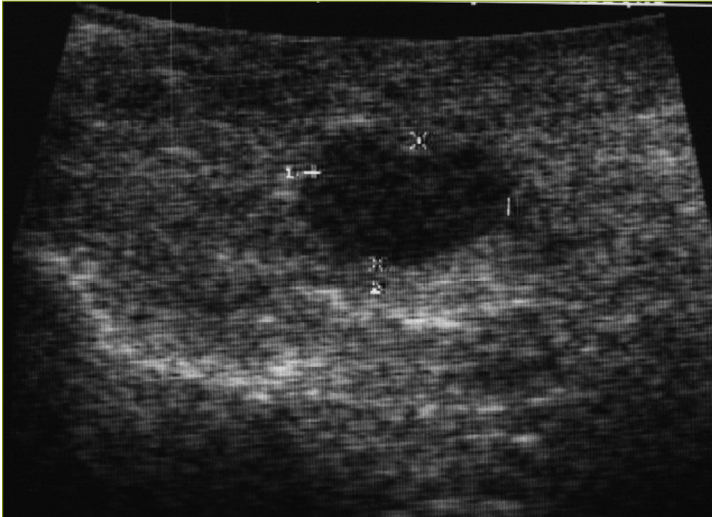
Paciente de 56 años con clínica de hipoglucemias de ayuno de 1 año de evolución y diagnóstico bioquímico de hiperinsulinismo endógeno, en el que no se objetivó en pruebas de imagen no invasivas (TC, RM, OctreoScan) lesión pancreática y que es sometido a intervención quirúrgica, objetivándose en ecografía intraoperatoria lesión hipodensa de 3,6 mm en cola pancreática con diagnóstico histológico final de insulinooma
